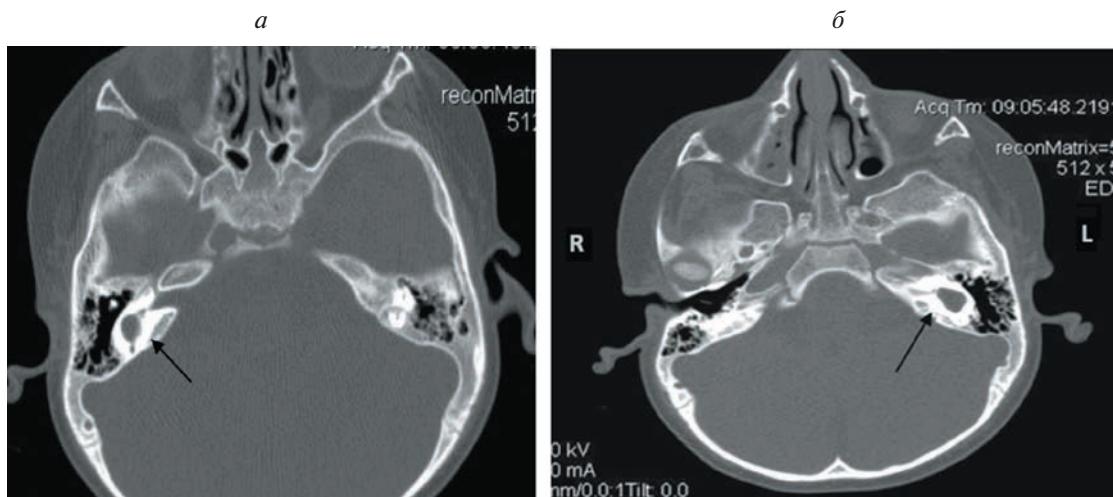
Компьютерная томография ребенка Т. Аномалия внутреннего уха – общая полость (*а* – справа, *б* – слева).
